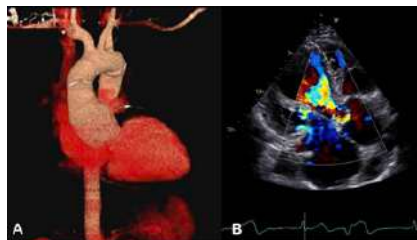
A. Aneurisma de aorta ascendente em porção da aorta do doador, abaixo da linha de anastomose, em reconstrução 3D. B. Insuficiência aórtica importante em ecocardiograma com doppler.
